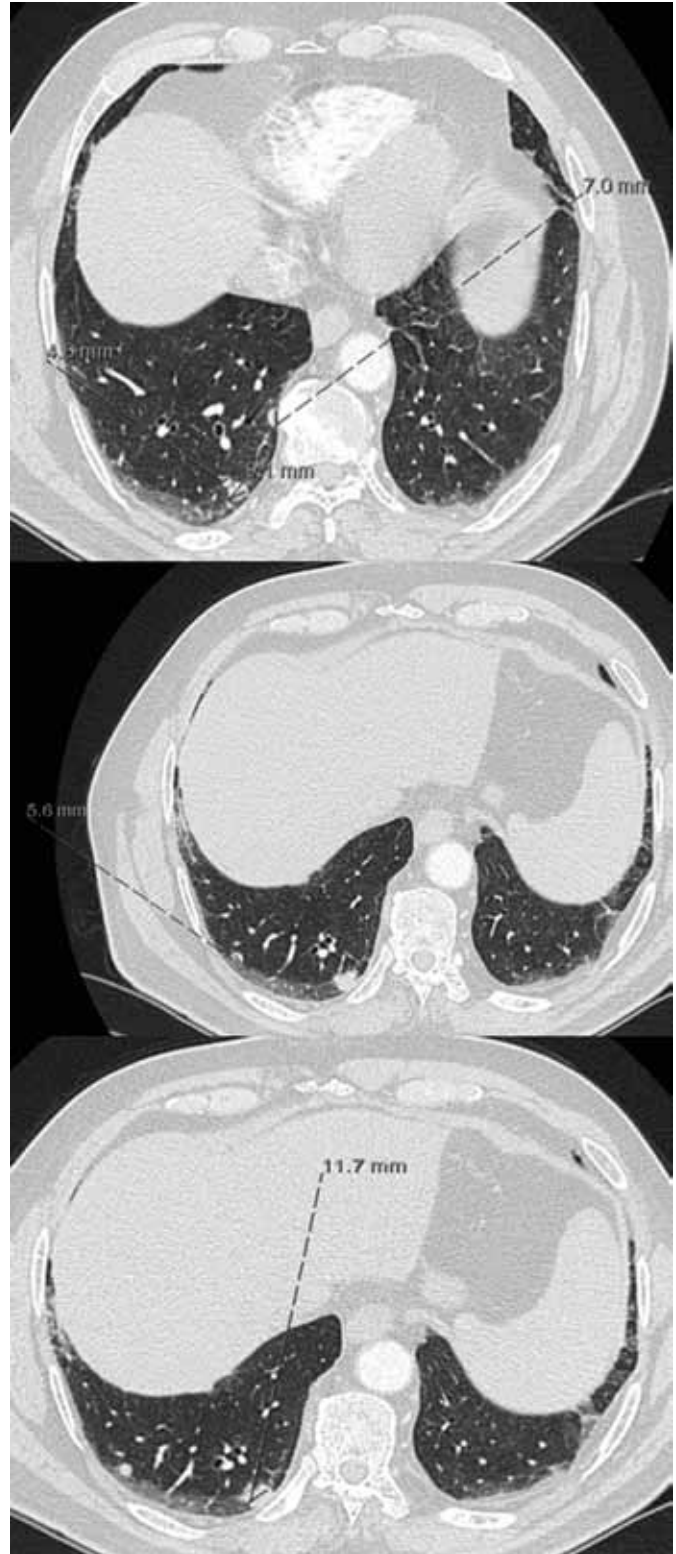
TC torácica de reavaliação. Aumento dimensional e em número, dos nódulos situados nos segmentos basais do lobo inferior direito (tracejado).
